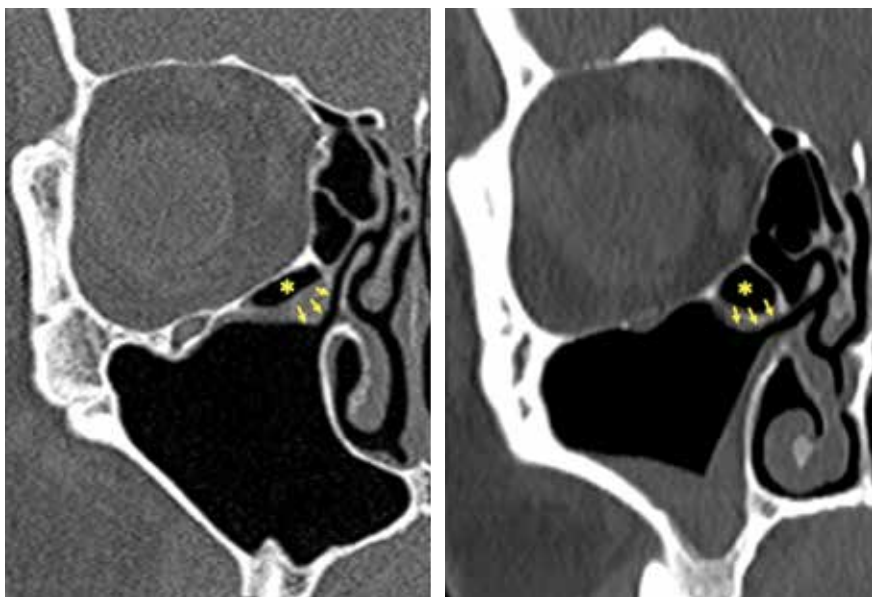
Инфраорбитальные «клетки» Галлера (*), формирующие верхний край соустья ВЧП (стрелки). МСКТ, коронарная проекция
